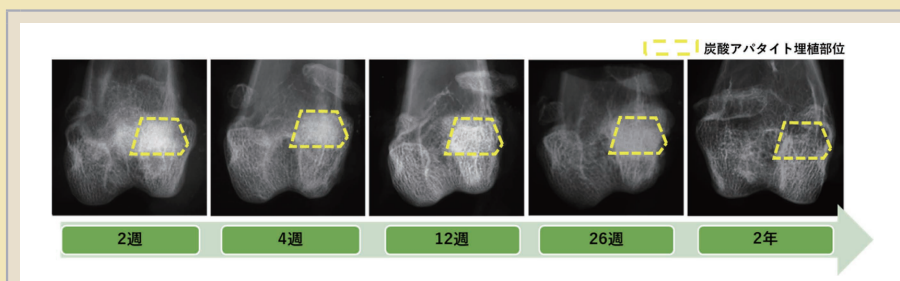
ウサギ大腿骨に埋植した炭酸アパタイトのX線画像
